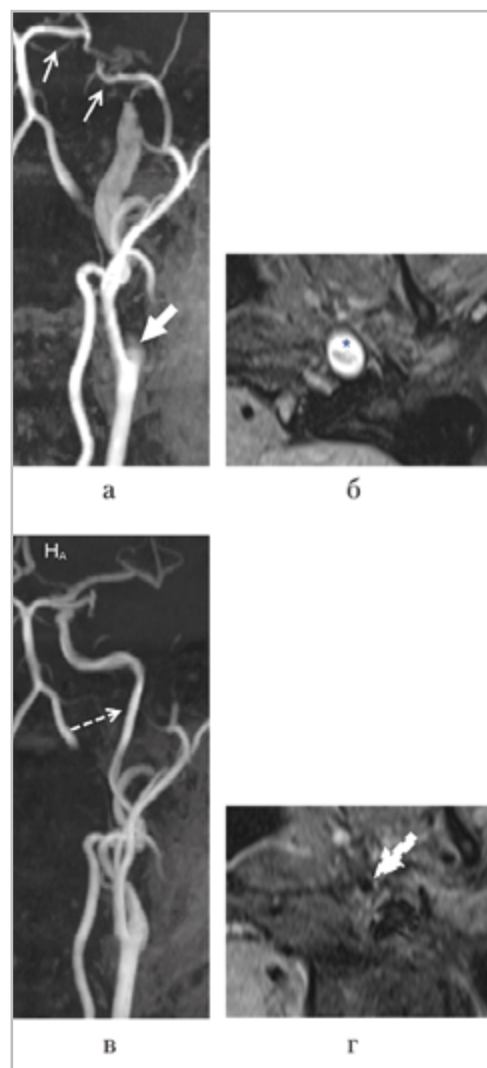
Динамика изменений МРТ- и МРА-данных при спонтанной диссекции левой ВСА: через 2 нед от момента возникновения клинической симптоматики: *а, б* — окклюзия левой ВСА; через 3 мес: *в, г* — восстановление кровотока по левой ВСА; *а, в* — МР-ангиограмма, МР-реконструкция; *б, г* — МРТ в режиме T1 f/s ВИ, аксиальная проекция. Гиперинтенсивный сигнал от ИМГ в стенке левой ВСА (*б* — звездочка). Предокклюзионное конусообразное сужение левой ВСА — симптом «пламени свечи». (*а* — толстая стрелка). Кровоток по левой ВСА не определяется (*а* — тонкие стрелки). Патологических изменений сигнала от стенки левой ВСА не выявляется, кровоток восстановлен (*в, г* — пунктирные стрелки)
